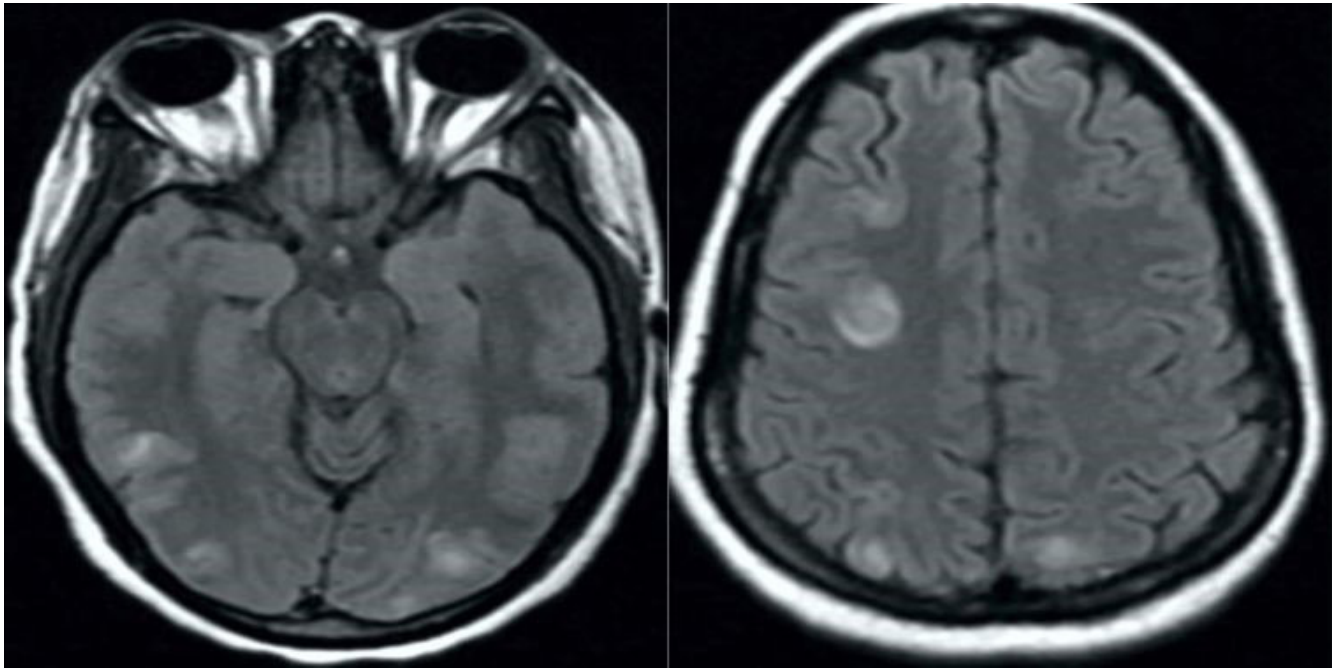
Resonancia magnética que muestra áreas de hiperintensidad en la sustancia blanca cortical y subcortical bilateral en la región occipitoparietal bilateral en la secuencia de recuperación de la inversión atenuada de fluido. Fuente: el autor.
